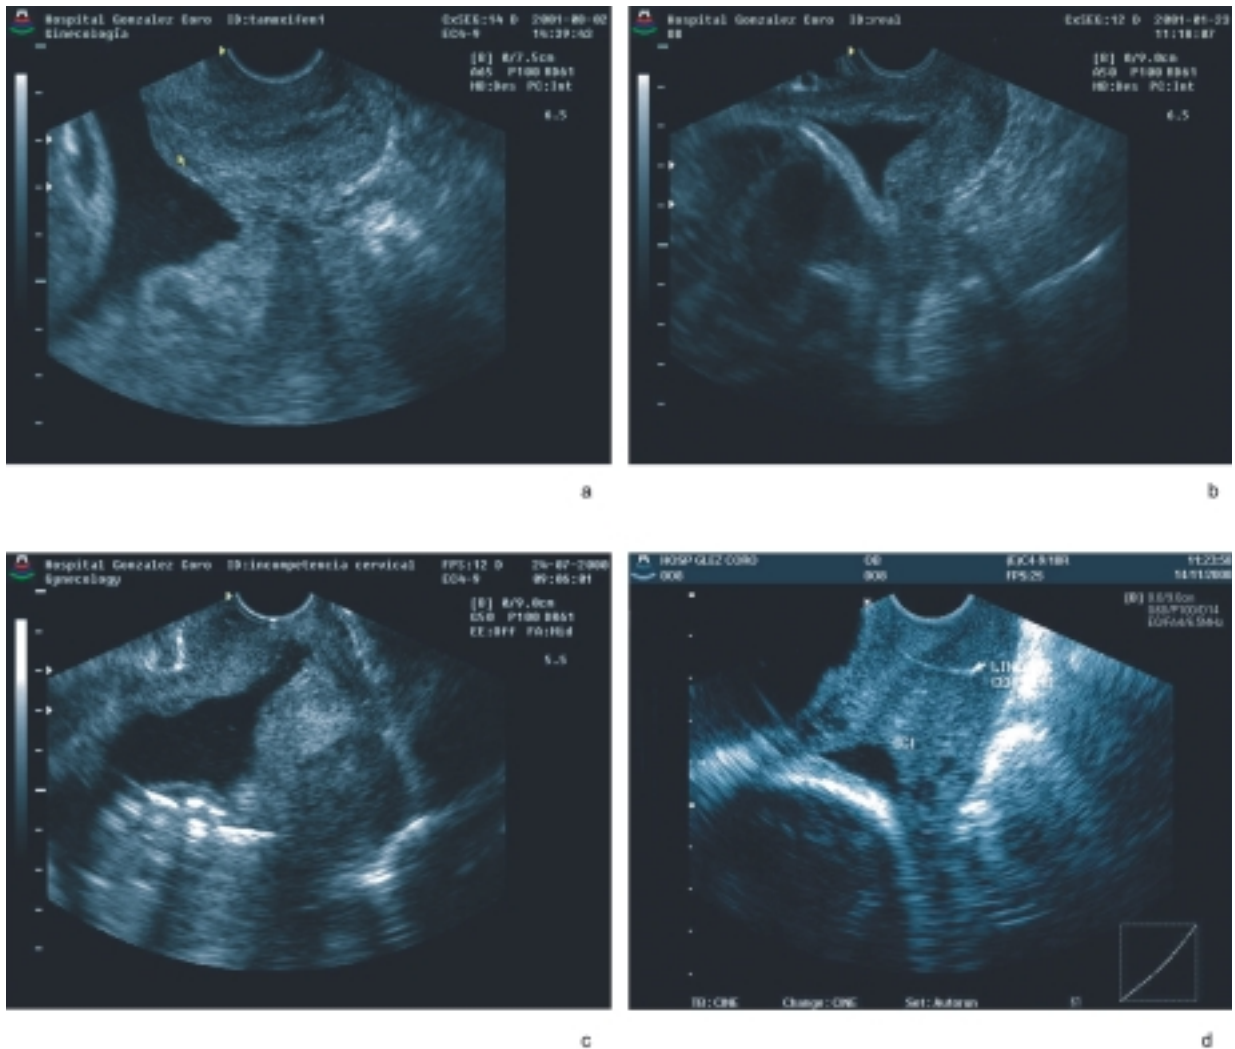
Ultrasonografía diagnóstica: a y b) incompetencia cervical; c) cerclaje; d) cervix normal.
